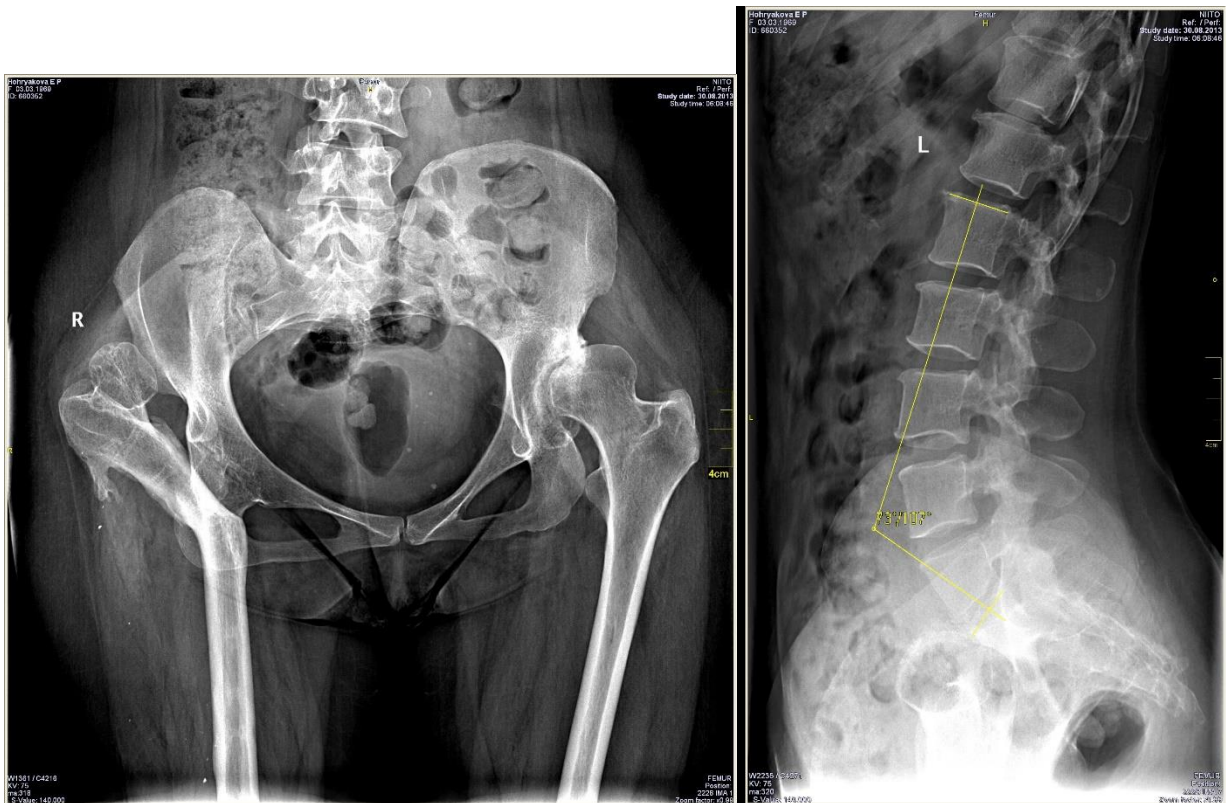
Рентгенограммы пациентки Х., 44 лет, в прямой и боковой проекциях до операции
